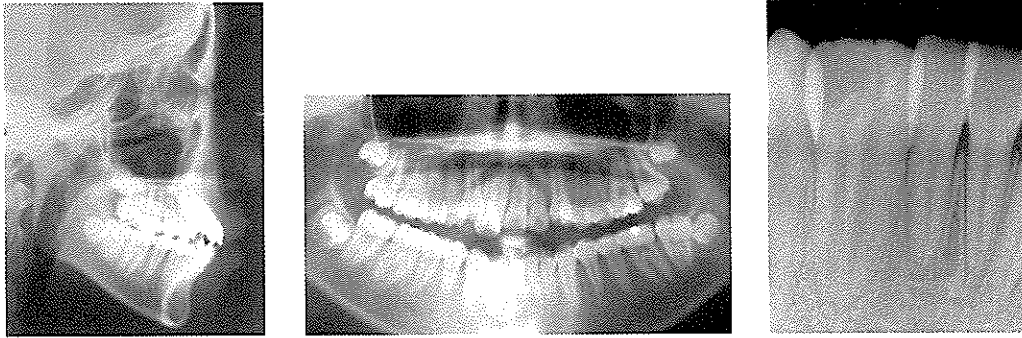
치료 전 두부방사선사진과 이중치의 치근단 사진
